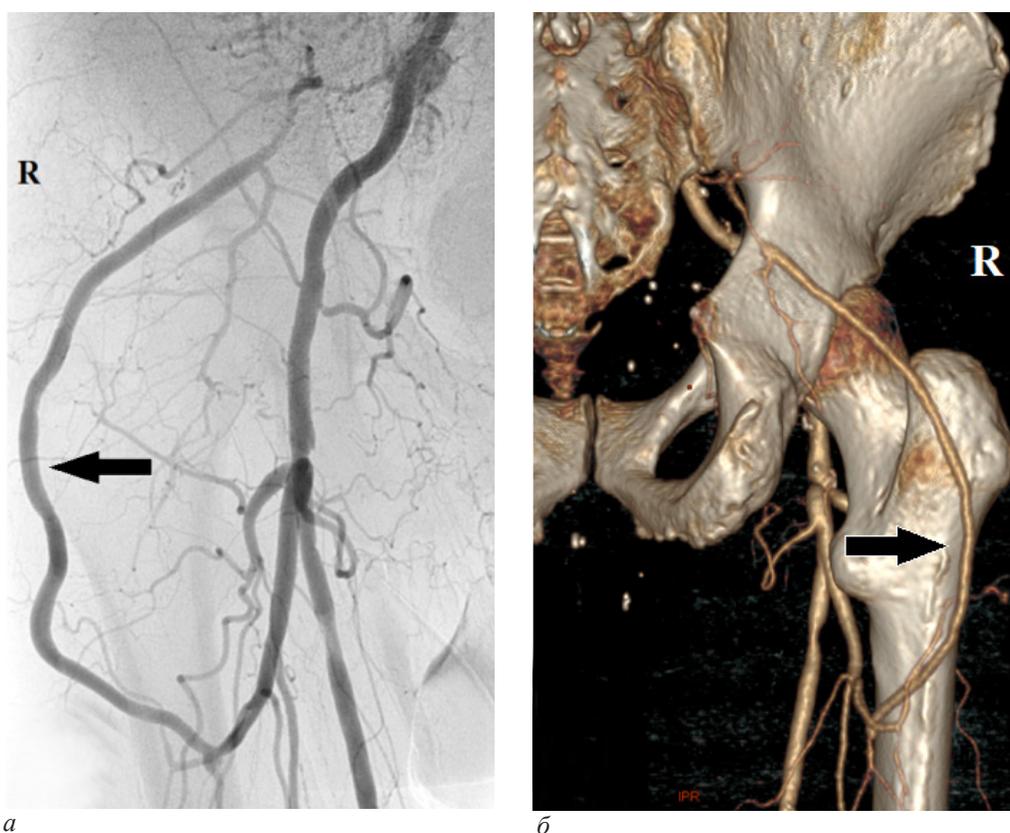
Ангиография через 10 месяцев после операции: а – катетерная ангиография; б – компьютерная томография (3D-изображение, вид сзади); стрелками указан проходимый аутоинозный шунт
